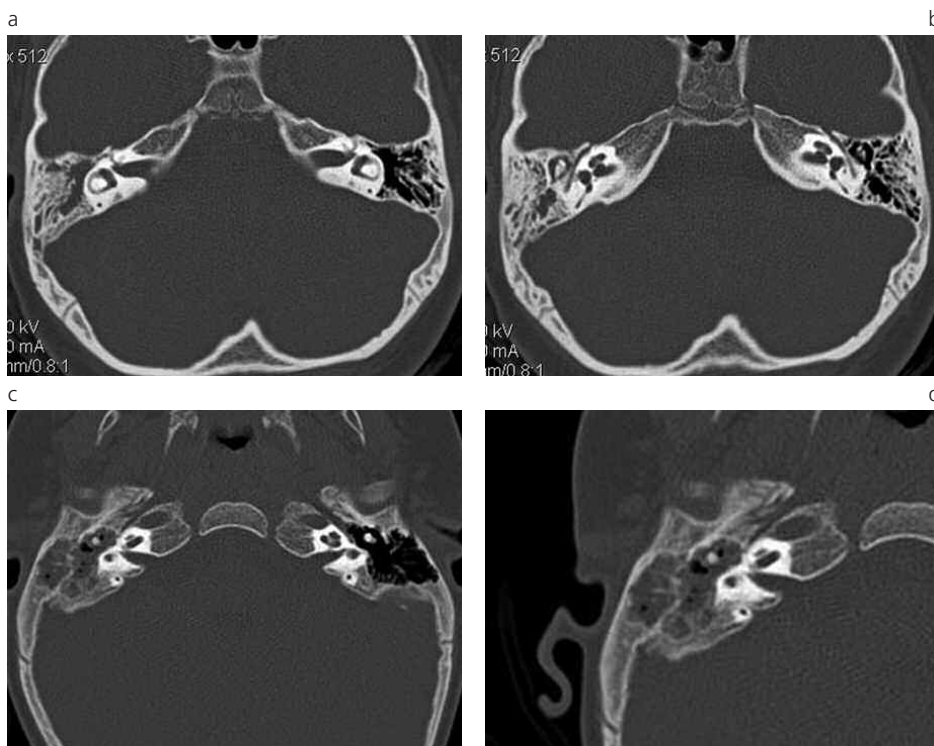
(a) (b) TC de peñasco en una niña de 8 años de edad que cursa otomastoiditis. Se visualiza oído medio, antro y celdillas mastoideas ocupadas por densidad de partes blandas sin destrucción ósea. (c) (d) TC de peñascos en un paciente de 1 año con otomastoiditis aguda. Presenta antro y celdillas mastoideas opacificadas con niveles hidroaéreos.
